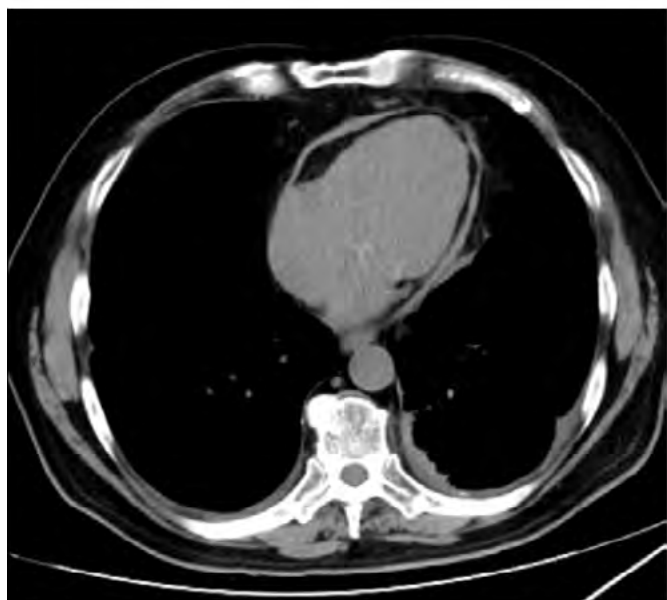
TC de tórax donde se puede apreciar engrosamiento pericárdico difuso, de hasta 5 milímetros de grosor, sin existir calcificación.
